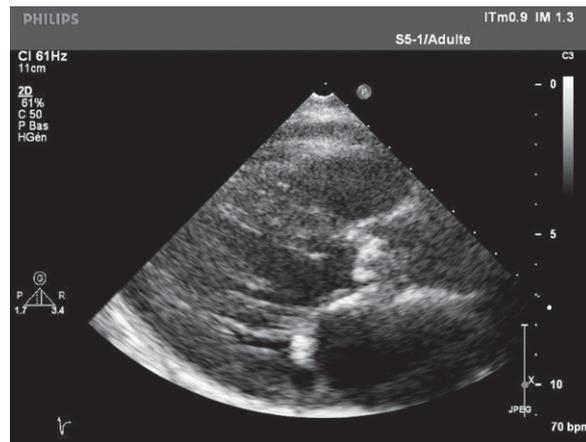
Valve aortique très calcifiée en échocardiographie bidimensionnelle (incidence parasternale grand axe).
